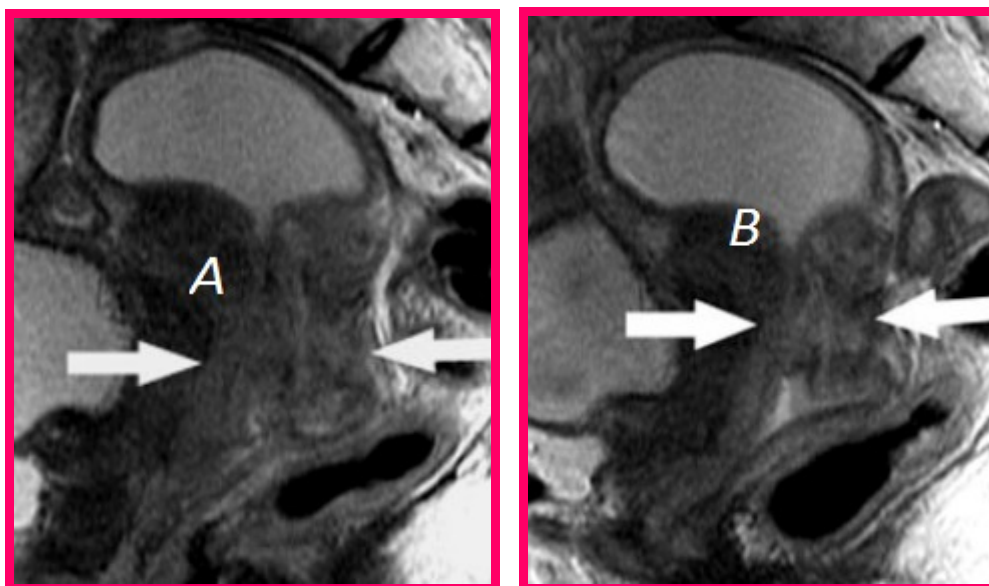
IRM coupe (A) Sagittal T2 pré-radiothérapie, (B) Sagittal T2 post-RX
